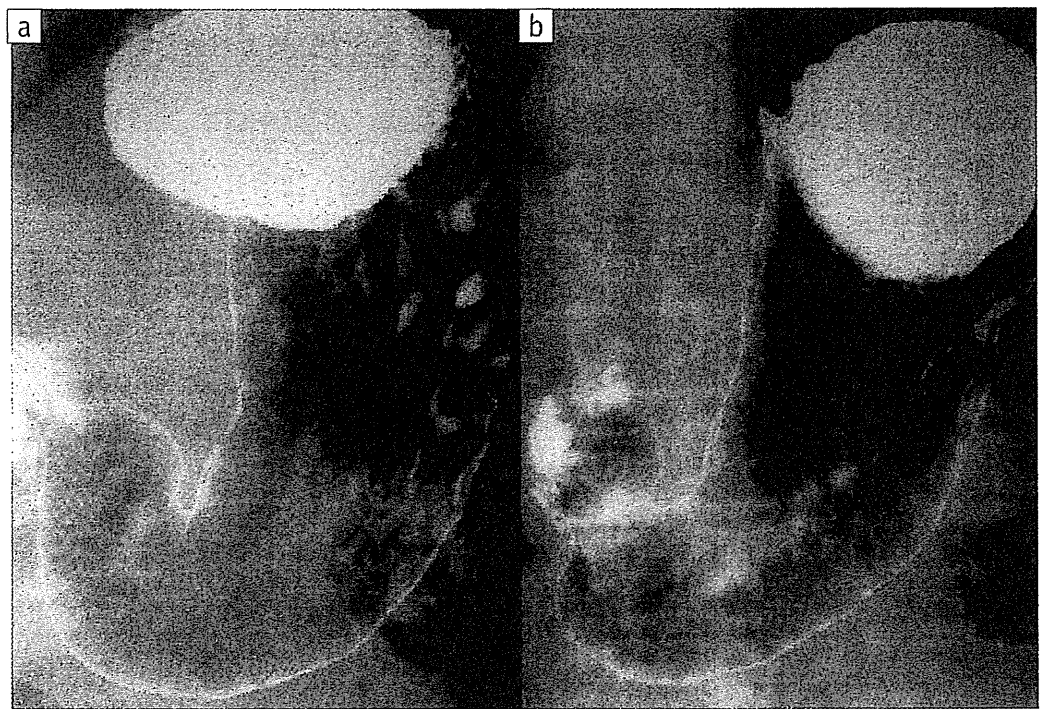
60歳代男性，Hp除菌前後の胃X線像 (a：除菌前 b：除菌後)
